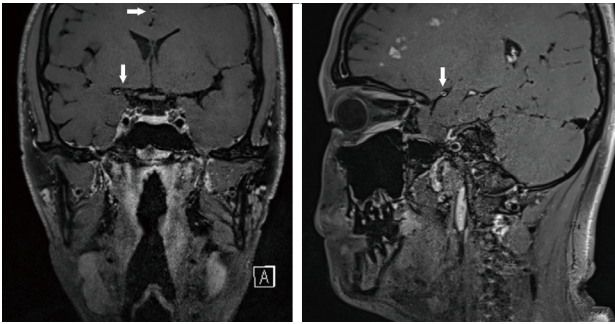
High resolution vessel wall MRI performed 7 days after symptom onset. Decreased outer diameter, concentric wall thickening and contrast enhancement in right proximal M1 and A1 (white arrows). MRI; magnetic resonance imaging.
